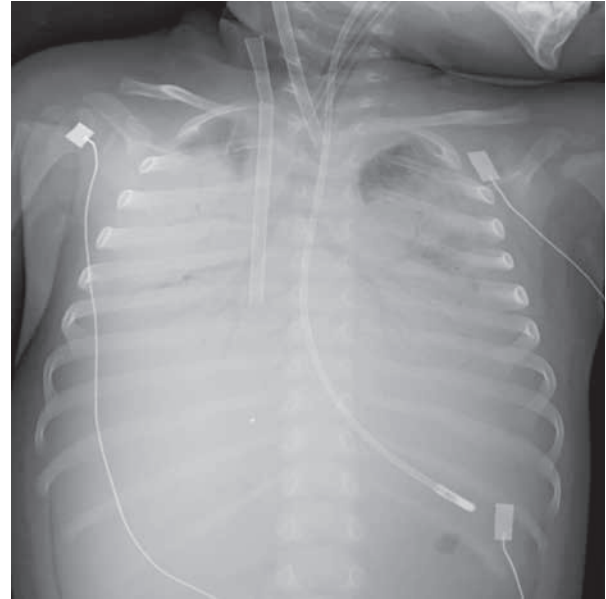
Radiografía tras canulación para ECMO.
